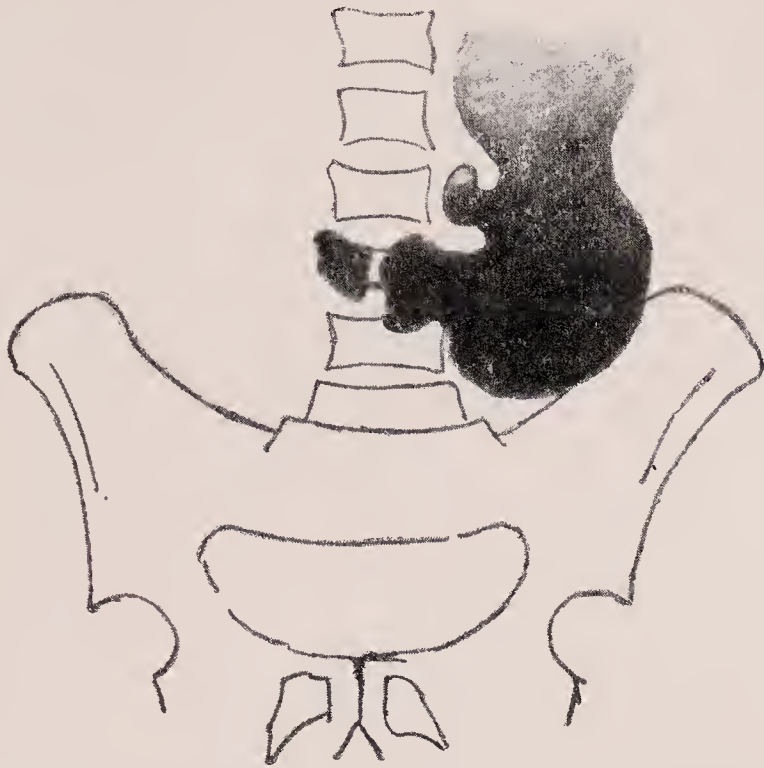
Röntgenbild bei Ulcus callosum. Luftblase in der Nische abgesperrt, gegenüber große Kurve in Kontraktion. Bulbus duodeni gefüllt.
